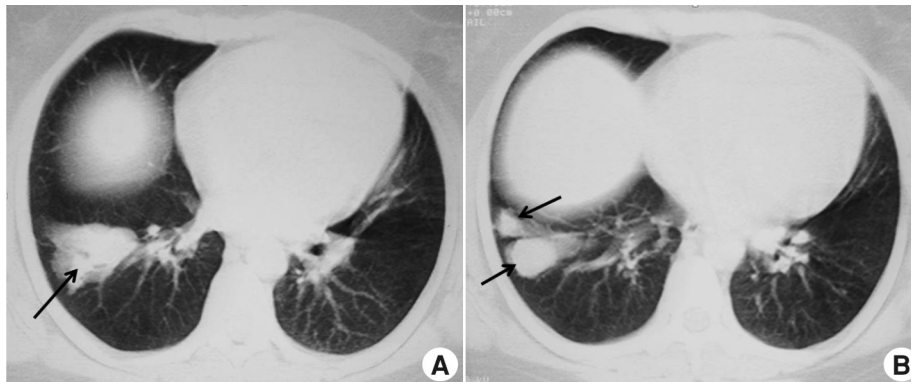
Caso 2 con atresia bronquial en lóbulo inferior derecho. A y B) Tomografía computada del tórax en cortes axiales. Observe la lesión con aspecto de masa con cuernos (flecha)
